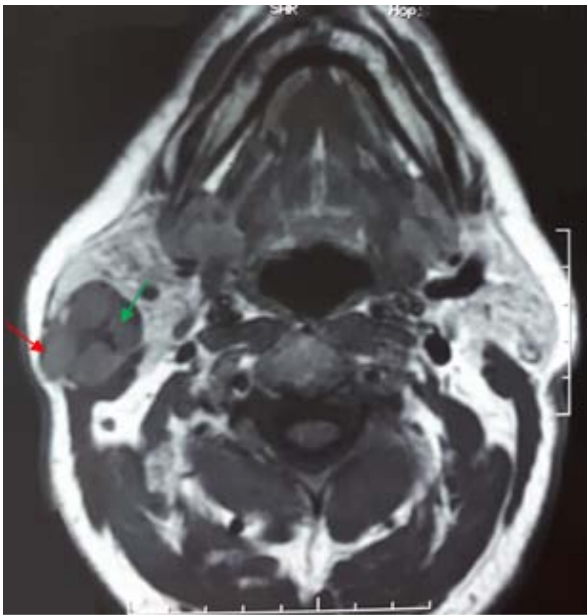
IRM parotidienne en coupe axiale en pondération T1, montrant un hyposignal avec une zone hyperintense.
